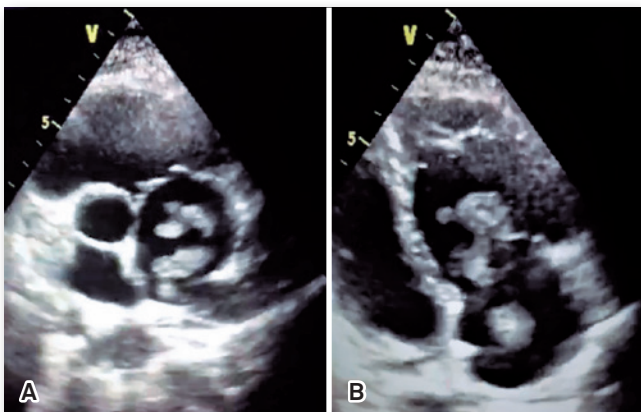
Ecocardiograma. (A) Trombo serpiginoso em átrio direito. (B) Oclusão intermitentemente da valva tricúspide pelo trombo durante o ciclo cardíaco, adentrando ventrículo direito.
